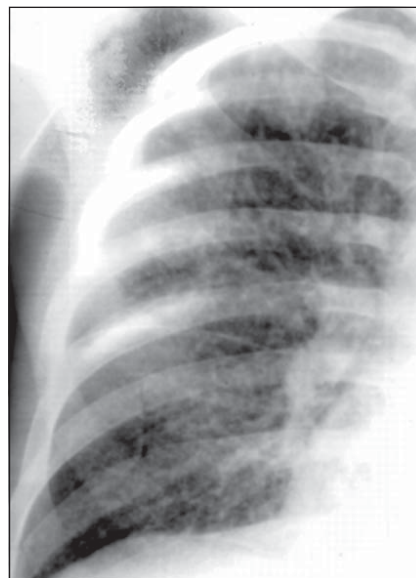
Фрагмент рентгенограми правої легені
